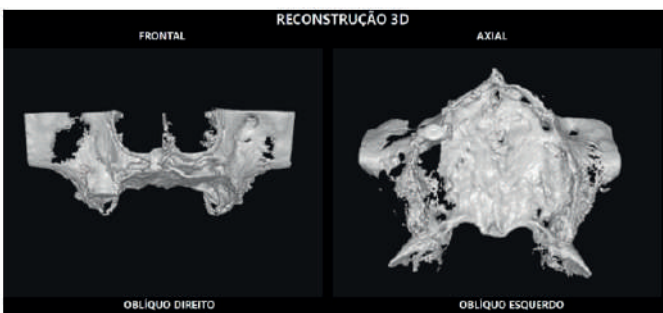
Reconstrução de tomografia computadorizada em 3D
